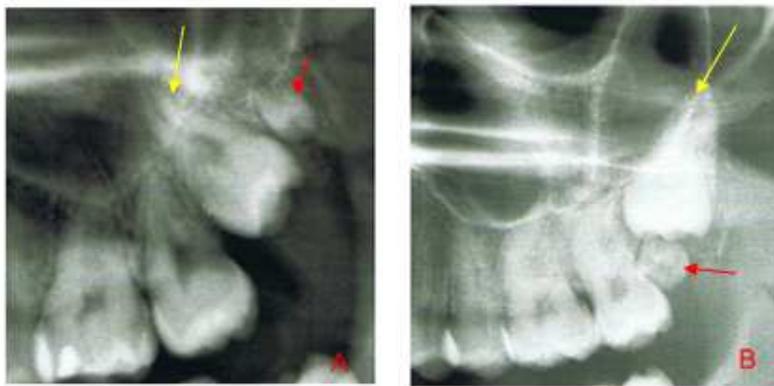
Radiographies illustrant les rapports des racines de la dent de sagesse supérieure avec le sinus maxillaire. Sur la figure (A), les racines de 28 croisent la paroi inférieure du sinus (flèche jaune) ; Notons la présence d'un germe surnuméraire (flèche rouge). Sur la figure (B), un odontome (flèche rouge) formé dans la tubérosité fait obstacle à l'éruption de 28 ; La dent est retenue contre la paroi postérieure du sinus (flèche jaune) [3].
